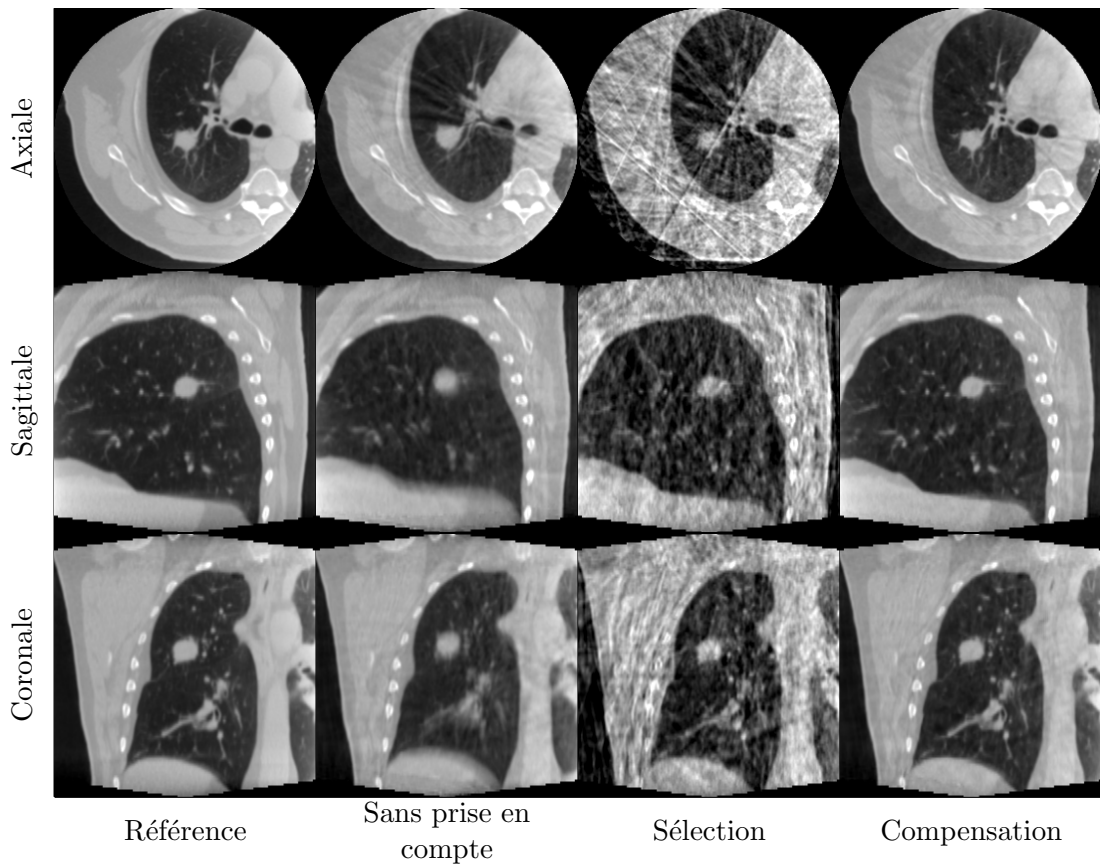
Coupes à l'isocentre des images TDM reconstruites par méthodes analytiques à partir des projections simulées sur le fantôme réaliste discret animé d'un mouvement régulier.
